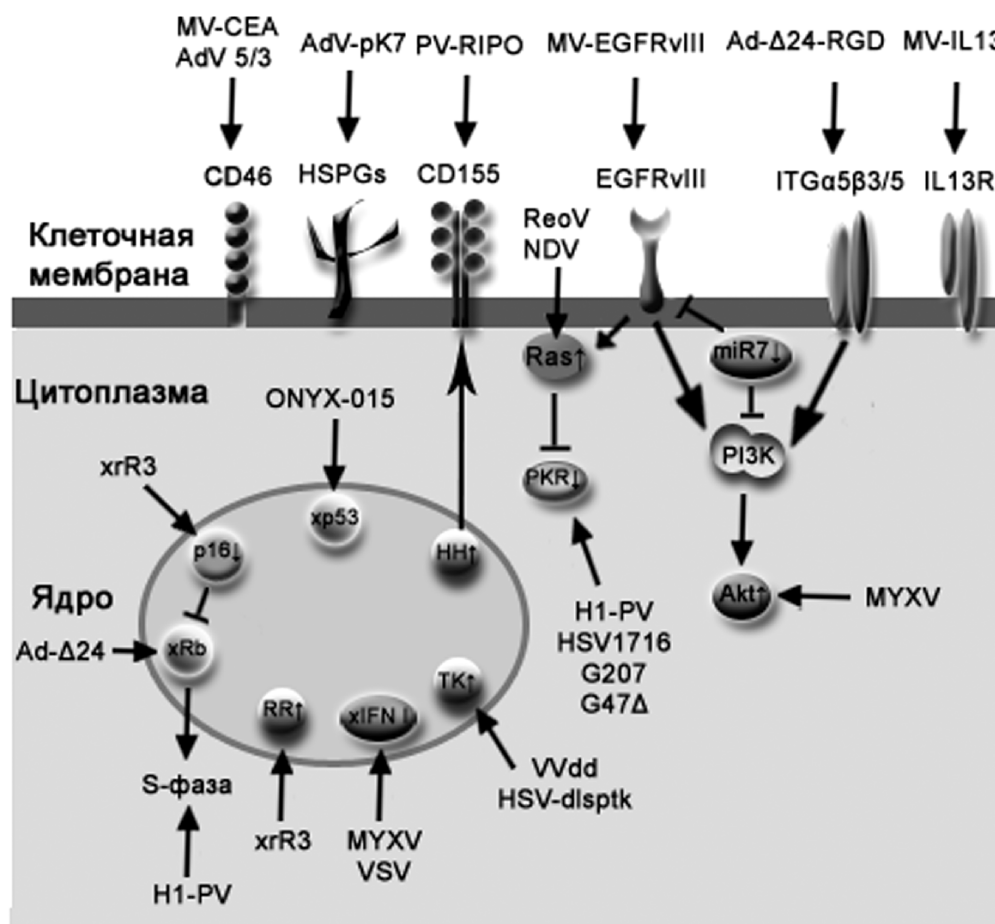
Дефекты сигнальных путей в клетках злокачественных глиом как мишени для онколитических вирусов. Клетки глиом характеризуются разнообразными дефектами в ключевых сигнальных путях, способствующими выживанию клеток, активной пролиферации, миграции и ангиогенезу. На данной схеме изображены те дефекты сигнальных путей, которые выступают в качестве мишеней для ОВ. |— — обозначено ингибирующее влияние; ← — обозначено активирующее влияние. Аббревиатуры: EGFR — рецептор эпидермального фактора роста, HSPG — гепарансульфат протеогликан, ITG — интегрин, Ras — белок, принадлежащий к семейству малых G-белков, miR — микроРНК, PKR — протеинкиназа R, PI3K — фосфоинозитид-3-киназа, HH — Hedgehog сигнальный путь, IFN I — сигнальная система интерферона I типа, Rb — Rb (retinoblastoma)-сигнальный путь, RR — рибонуклеотидредуктаза, TK — тимидинкиназа, Akt — протеинкиназа B. ↑ — обозначена активация, ↓ — обозначена супрессия, × — дефекты
